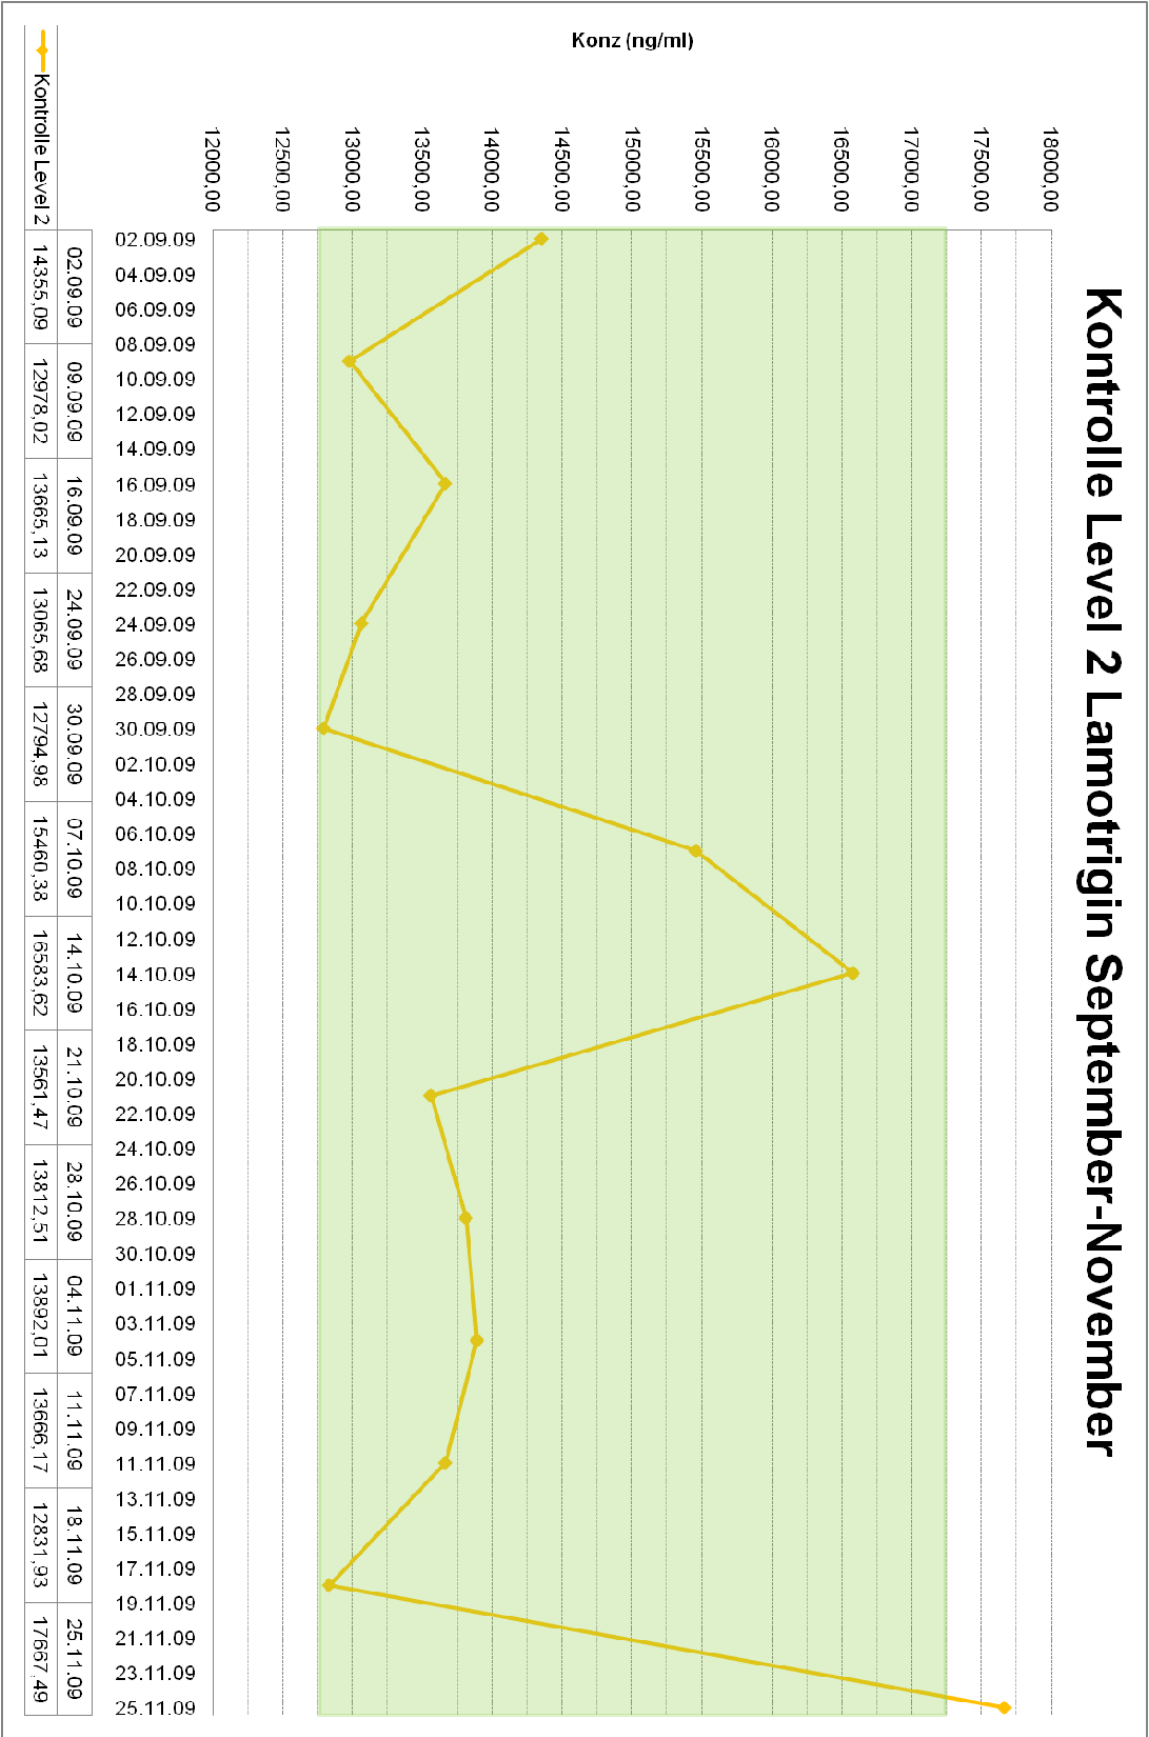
Kontrolle Level 2 Lamotrigin September-November (TDM 1a)
